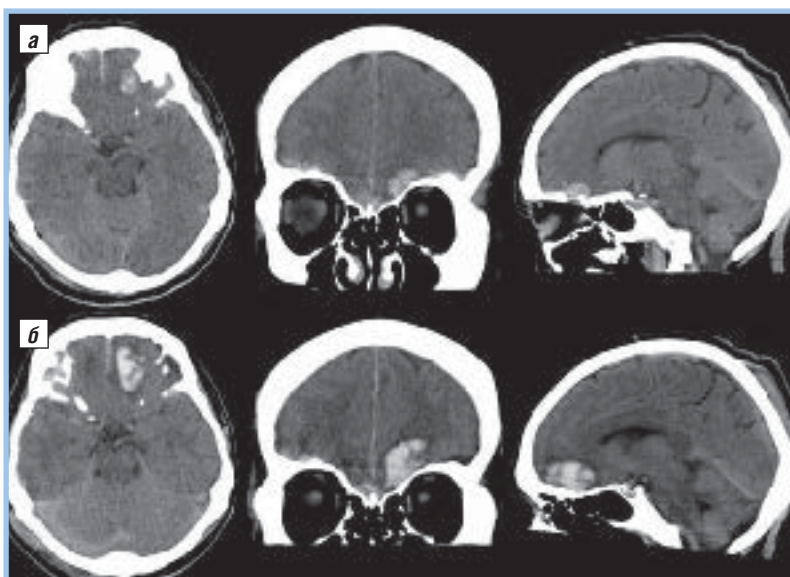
I «сценарий» прогрессии: а – первичная КТ через 1,5 ч после травмы; б – повторная КТ через 13,5 ч
